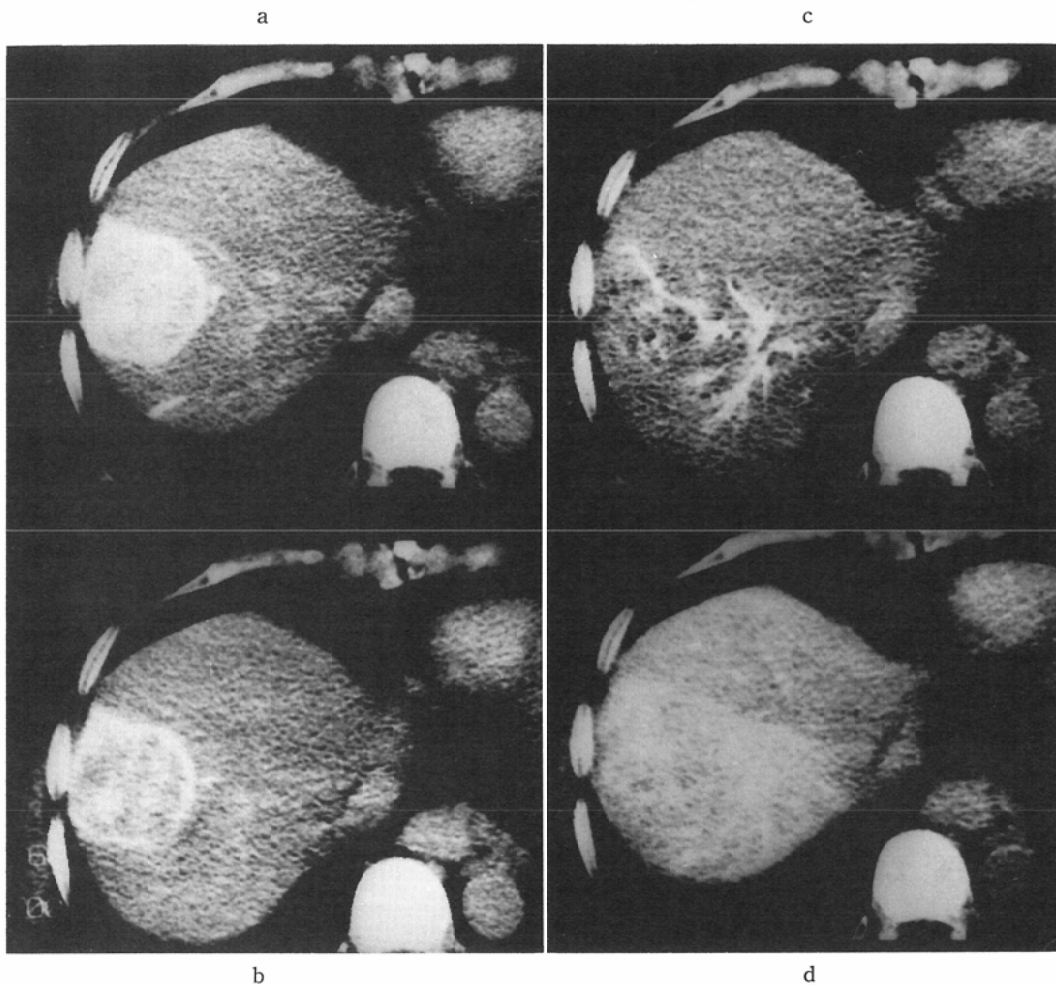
A 61 years old man with hepatocellular carcinoma (expansive type). a) The CT scan taken 10 seconds after intraarterial infusion of Metrizamide-saline demonstrates an isolated retention of contrast medium in the tumor area in the right lobe. b) Twenty seconds after the infusion, the CT scan shows definitive decrease of the density. c) The CT scan taken 10 seconds after intraarterial infusion of Metrizamide-PS through right hepatic artery demonstrates retention of contrast medium within the arteries, as high-density striated pattern. d) At 20 seconds after the infusion, contrast medium distributes homogeneously throughout the right lobe as compared with that of Metrizamide-saline infusion.
